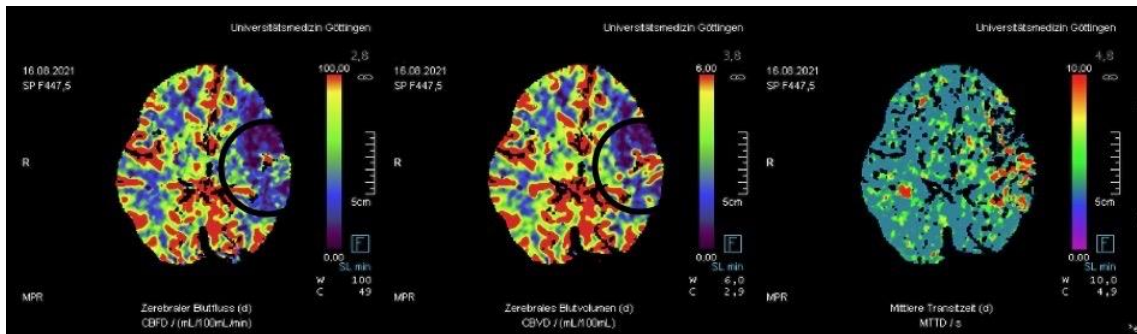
CT-Perfusionsdarstellung. Zerebraler Blutfluss (mL/100mL/min, links) erniedrigt bei normalem bzw. erhöhtem zerebralen Blutvolumen (mL/100mL) als Hinweis auf ein Perfusionismismatch und intakte Penumbra, welche durch Reperfuptionsmaßnahmen gerettet werden kann.
